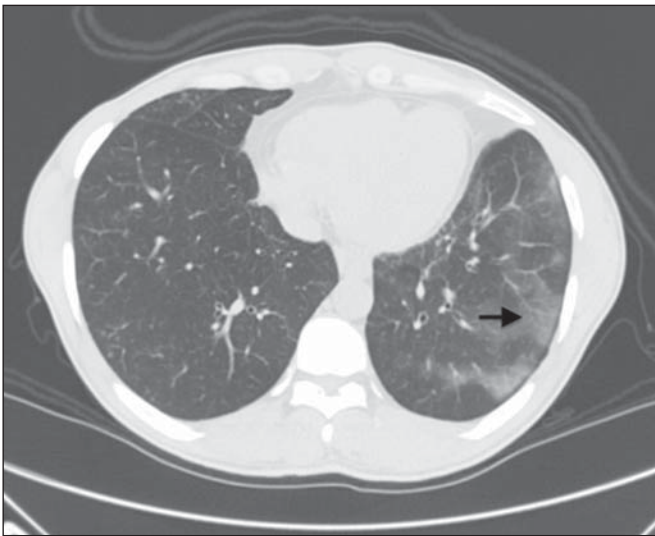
Imagem de tomografia computadorizada de tórax no plano axial mostra áreas difusas de opacidades em vidro fosco com predomínio no pulmão esquerdo (seta).
